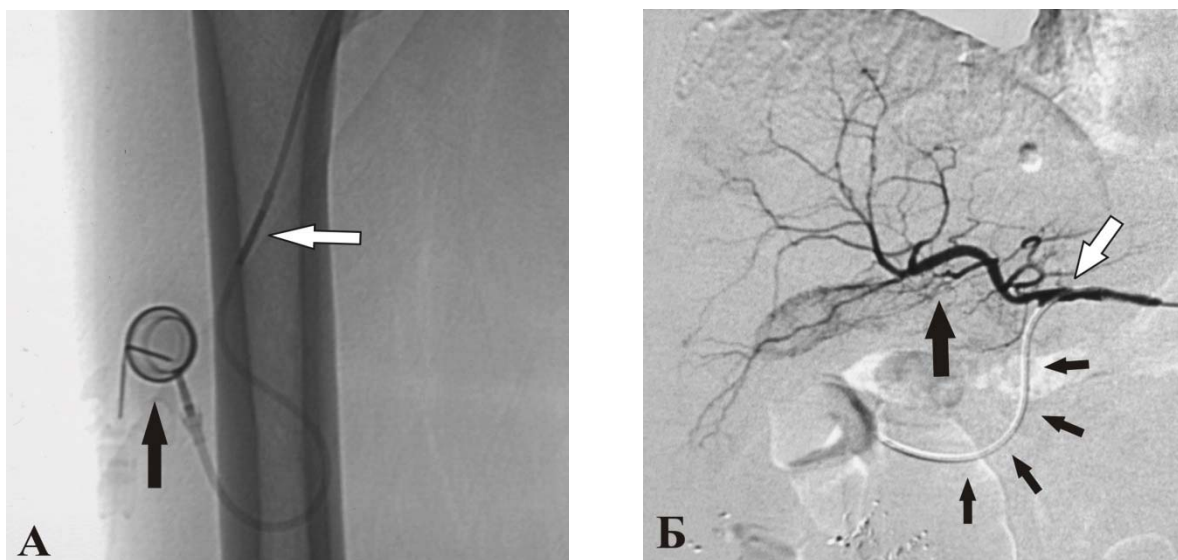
Контроль чрескожно имплантированной инфузионной системы
